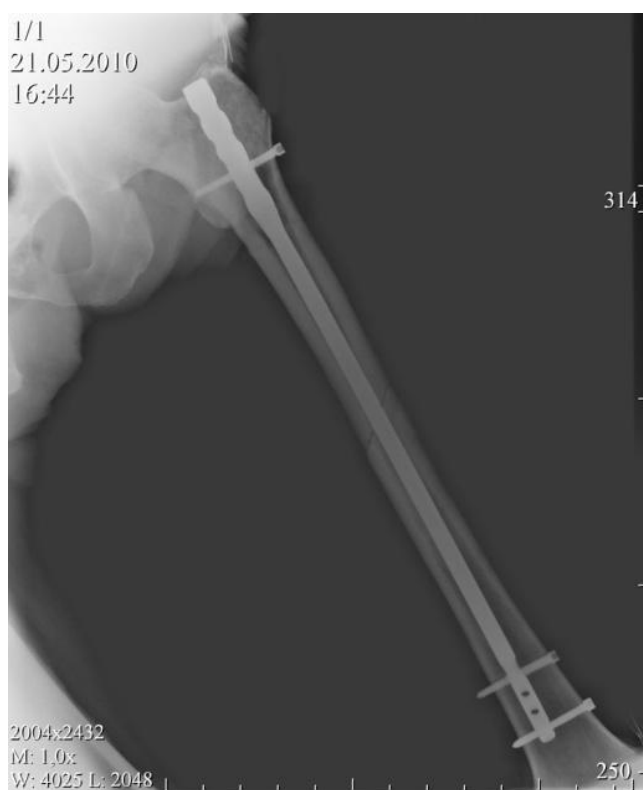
Рентгенограмма больного Н. после операции
